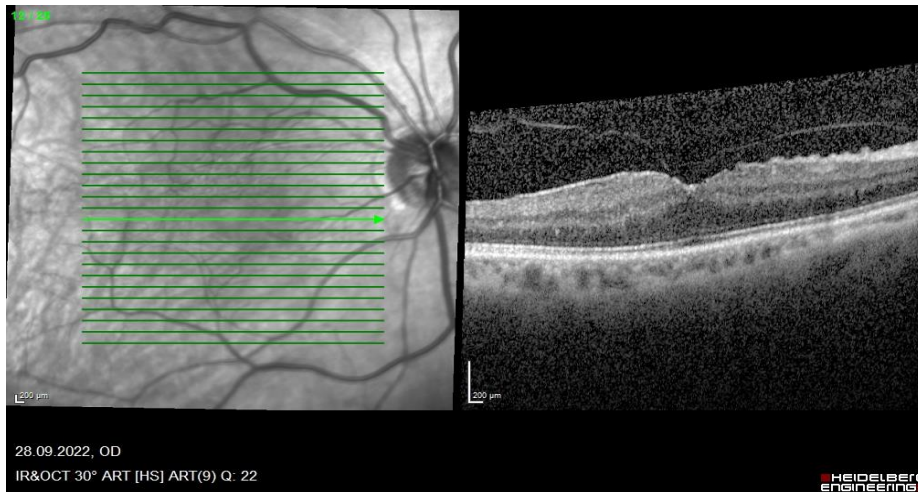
Spektral domain optik koherens tomografide Epiretinal membran evrelemesi (Kayseri Şehir Hastanesi arşivinden)
